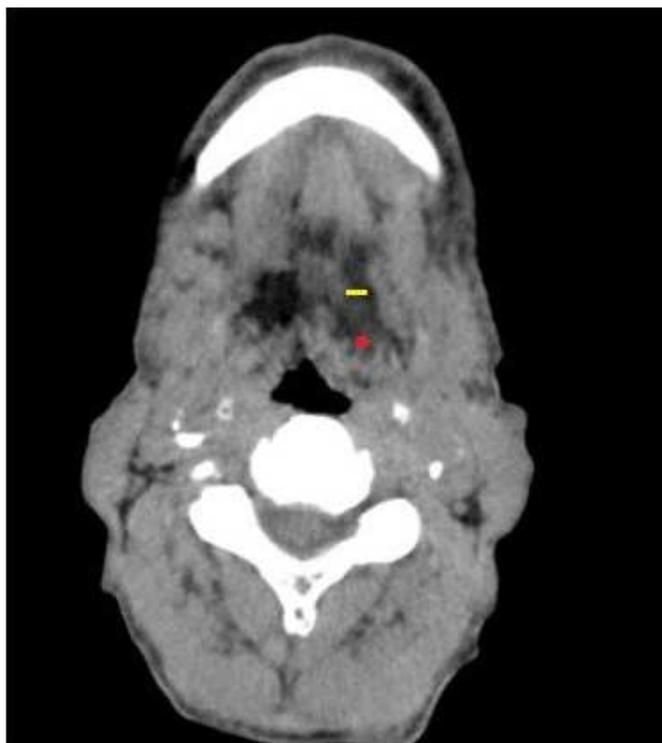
TC laringe e pescoço (corte axial) – apagamento da valécula esquerda (ponto vermelho); espessamento da base da língua (linha amarela).
